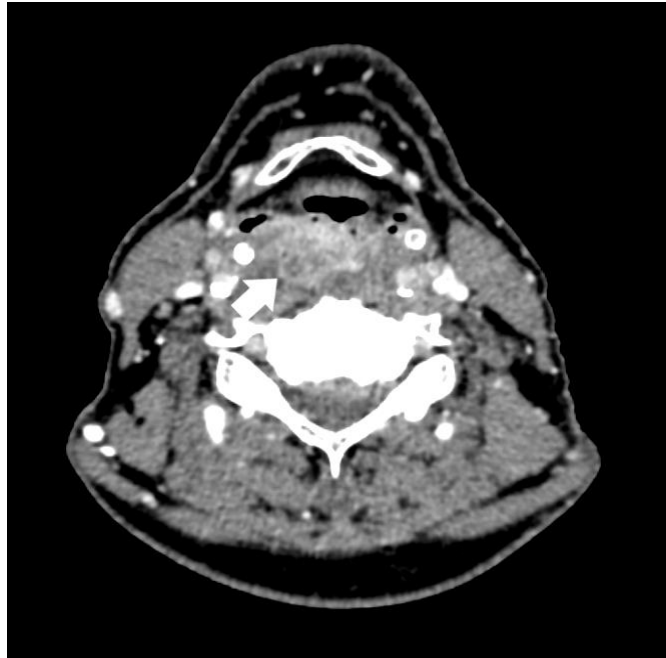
23.26b: TC da região cervical mostra lesão com realce heterogêneo pelo meio de contraste em paciente com CEC de hipofaringe (seta).
